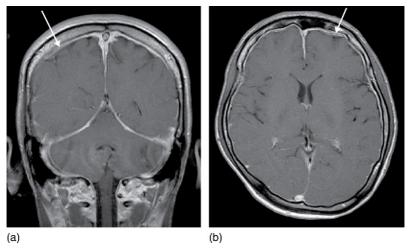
Aspect IRM d'hypotension intracrânienne en séquence T1 post-gadolinium.
